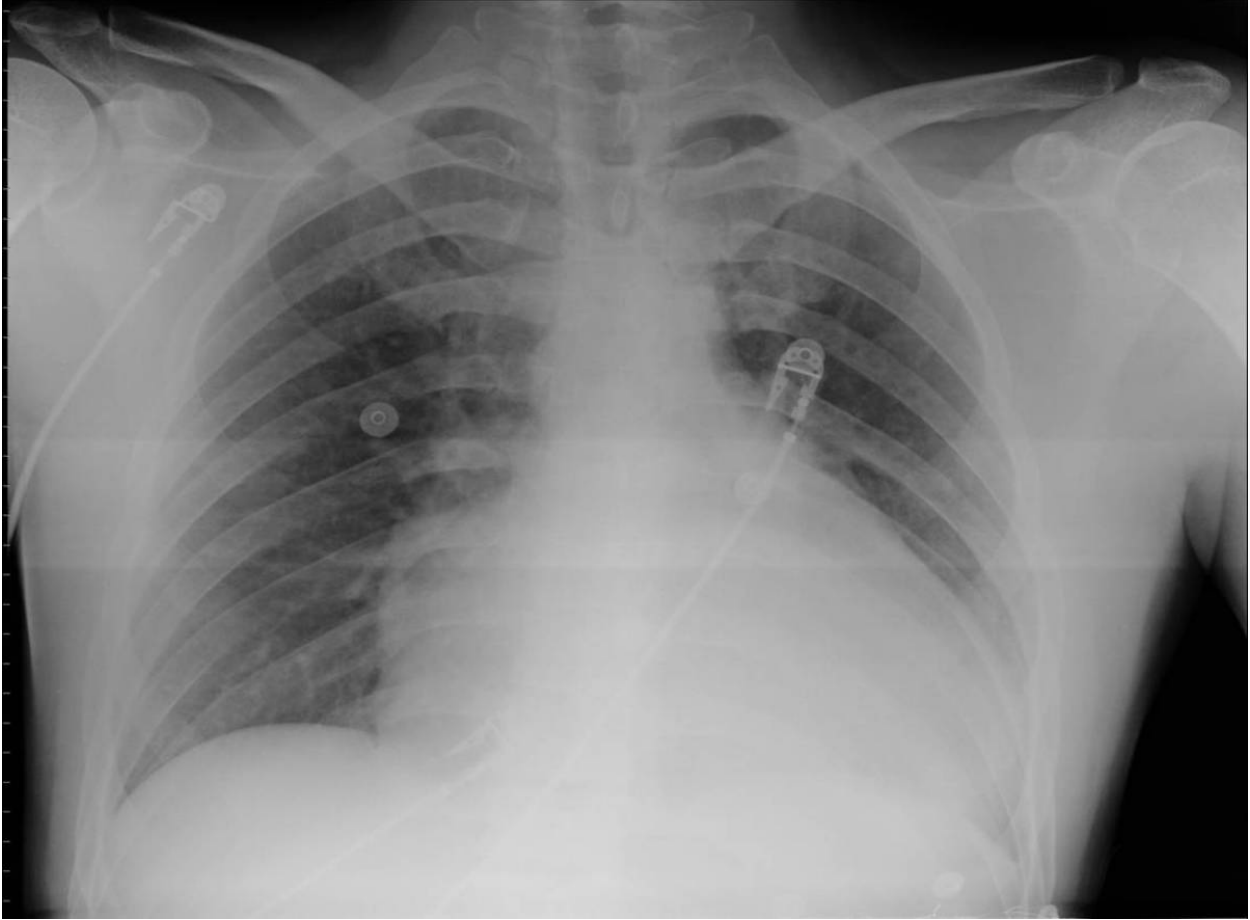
Radiografía de tórax en un paciente diagnosticado de angiosarcoma cardíaco. Cardiomegalia.
